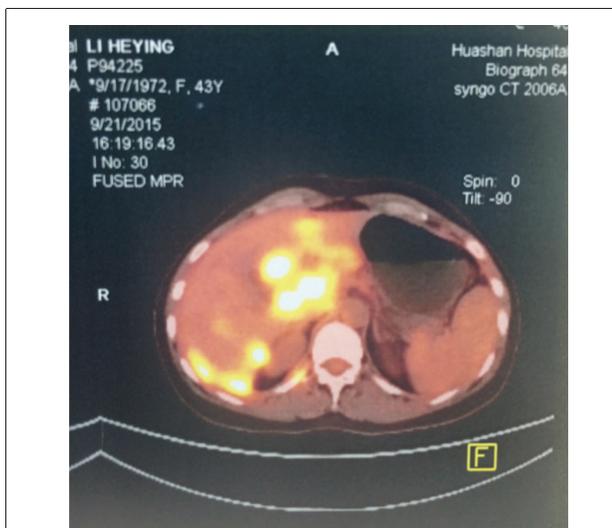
PET-CT showed multiple liver metastasis
